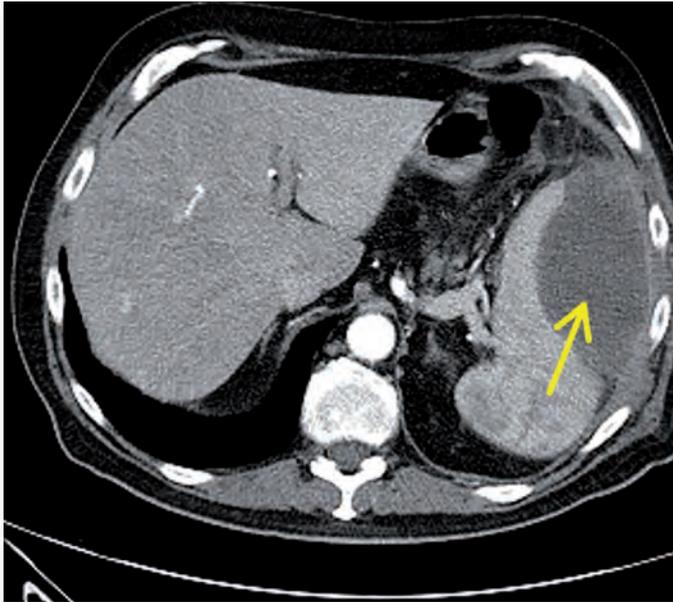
Kontrastmittel-CT des Abdomens: Links intra-/perilienal (Pfeil) stellt sich eine abszessverdächtige Läsion dar (arterielle Phase).
